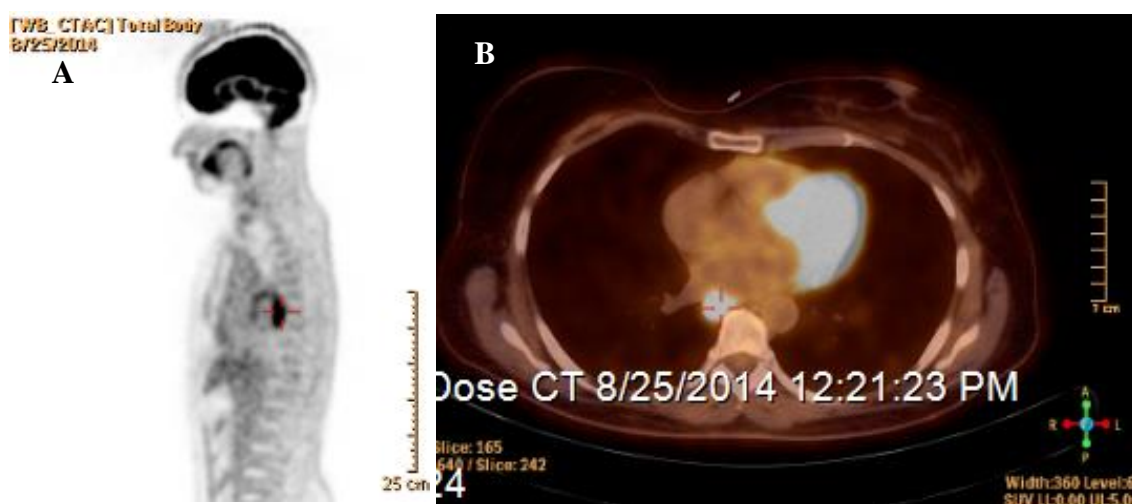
Exame de PET-CT com 18F-FDG de agosto 2014. A e B: PET-CT - evidência de duas lesões esofágicas (A: corte sagital e B: axilar). (Imagens cedidas pelo IPO de Lisboa.)
